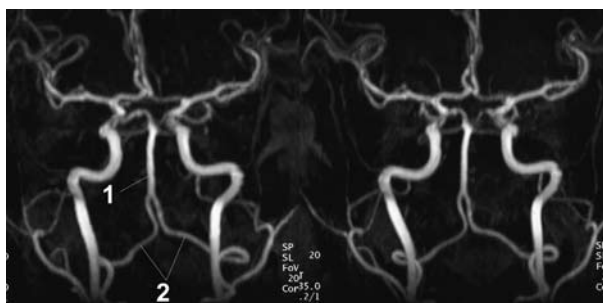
МРТ-ангиография. Аномальное положение впадающих в основную артерию (1) задне-нижних мозжечковых артерий (2).
